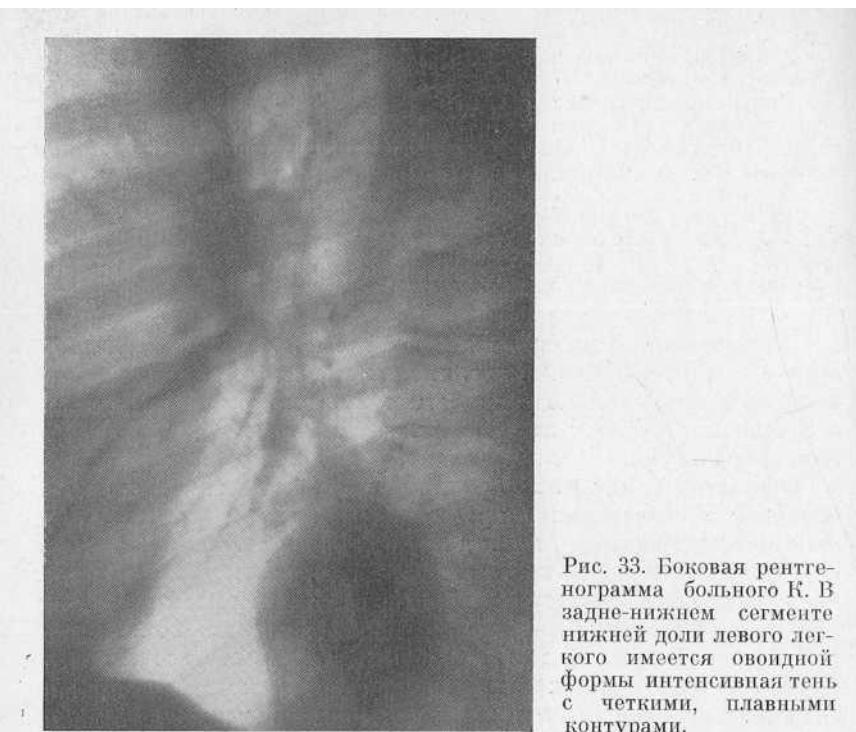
Боковая рентгенограмма больного К. В задне-нижнем сегменте нижней доли левого легкого имеется овощной формы интенсивная тень с четкими, плавными контурами.
